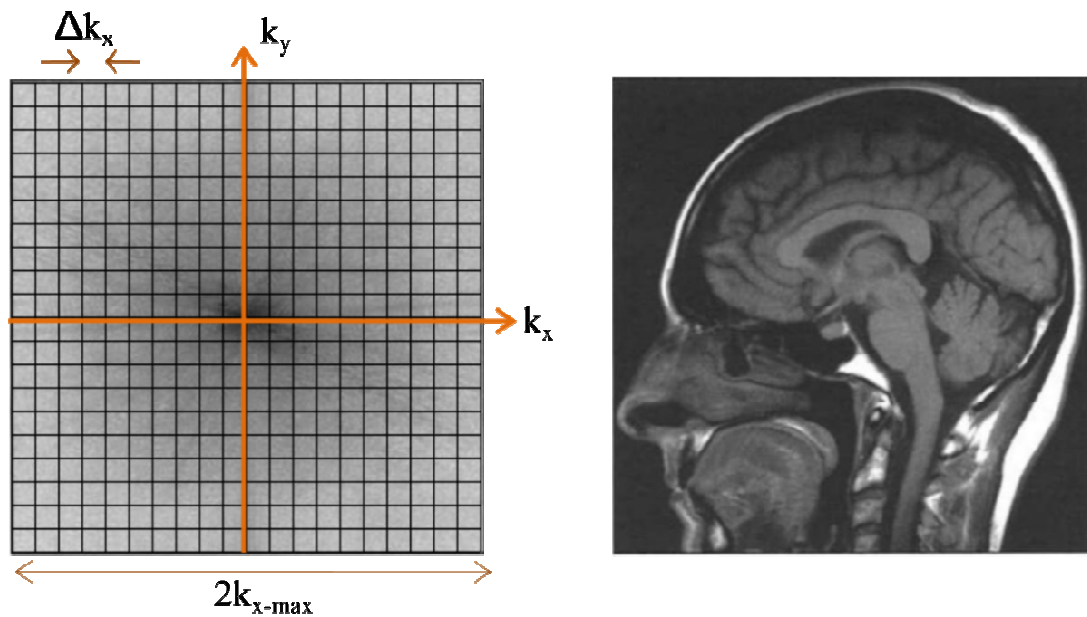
Image cérébrale et sa transformée de Fourier. Dans le plan de Fourier, l’essentiel de l’information s’accumule au centre. L’espace-k est représenté, avec les orientations de k_x et k_y . Le pas d’échantillonnage Δk_x , et la valeur maximum k_{x-max} sont aussi représentés. Figure inspirée de : Kastler 2006 - Comprendre l’IRM d’auto apprentissage
